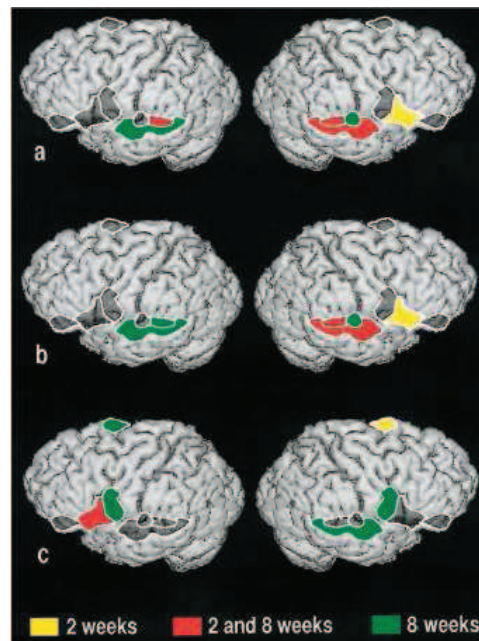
Activations significatives avec la tomographie d'émission de positons, chez les patients aphasiques à 2 et 8 semaines, pour les groupes : (A) sous-cortical (B) frontal et (C) temporal. Voir le texte qui suit (HEISS et al. (1999))¹³⁵.
